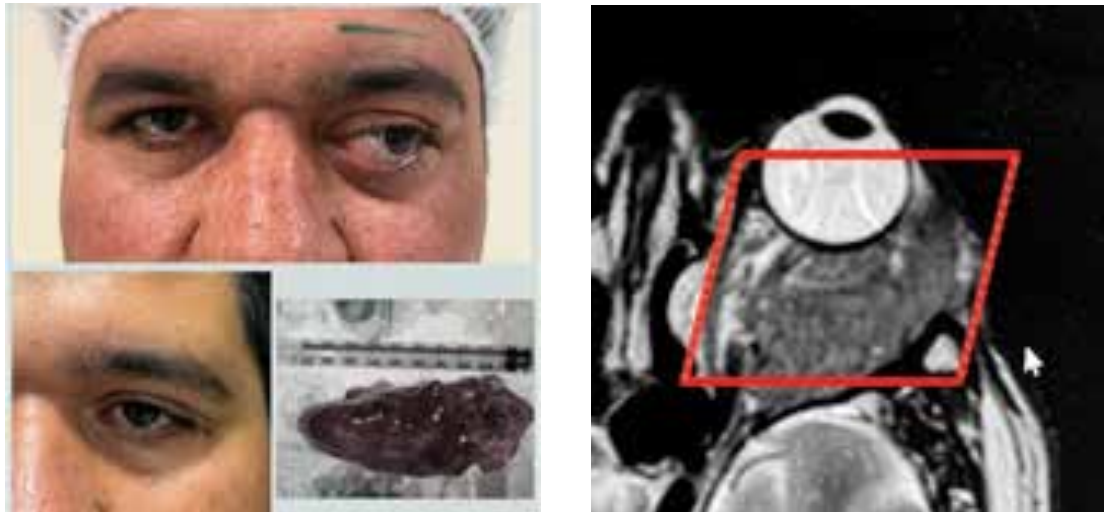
Patient T.N., 32 years old: a) left-sided proptosis; (b) excised orbital mass measuring 80 × 45 mm; (c) preoperative MRI of the orbit.
